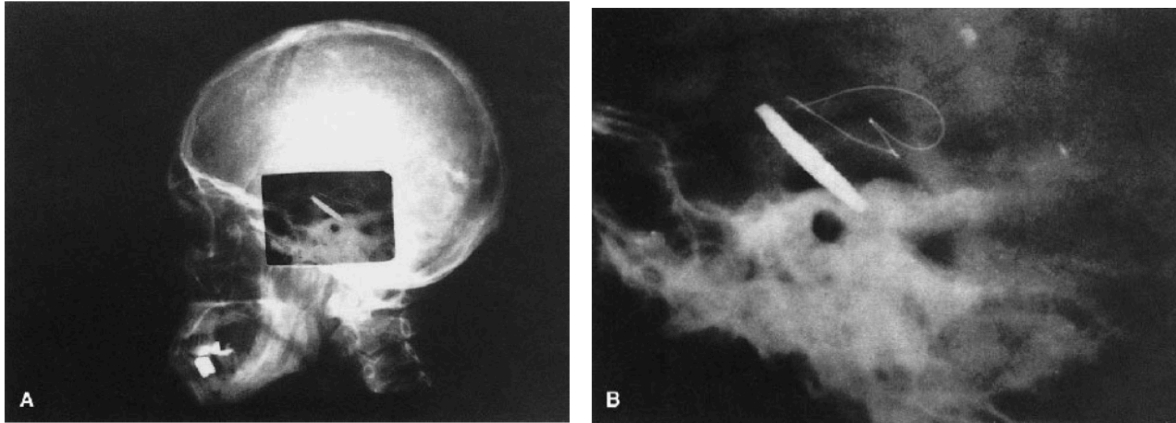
(A) Postoperatives seitliches Röntgenbild des Schädels nach der ersten CI-Implantation von Djourno und Eyriés (B) Vergrößerung des Ausschnitts des Felsenbeins aus (A) (1), mit freundlicher Genehmigung des Verlags.
